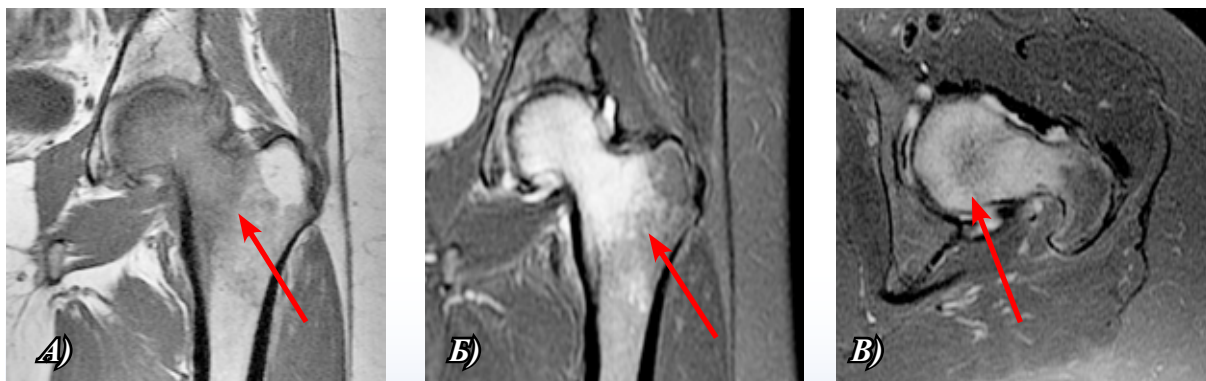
МРТ при транзитном отёке костного мозга головки и шейки левой бедренной кости, T1-ВИ (А), T2-ВИ (Б), STIR (В)
